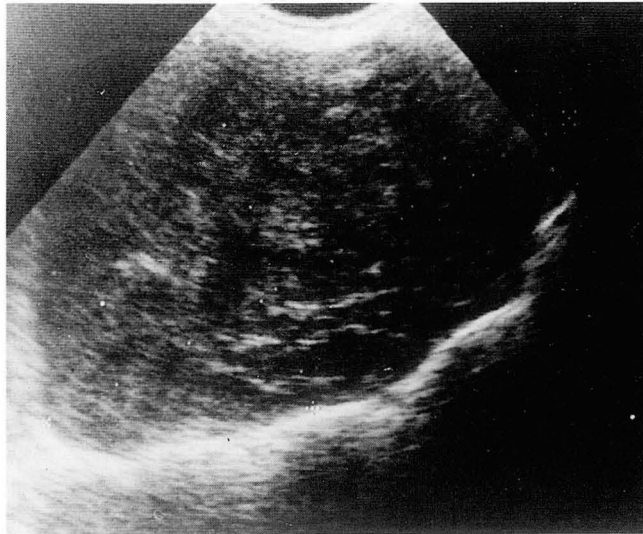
Endovaginal sonogram shows inhomogeneous and hypoechoic mass with lobulated contour in the presacral area.
